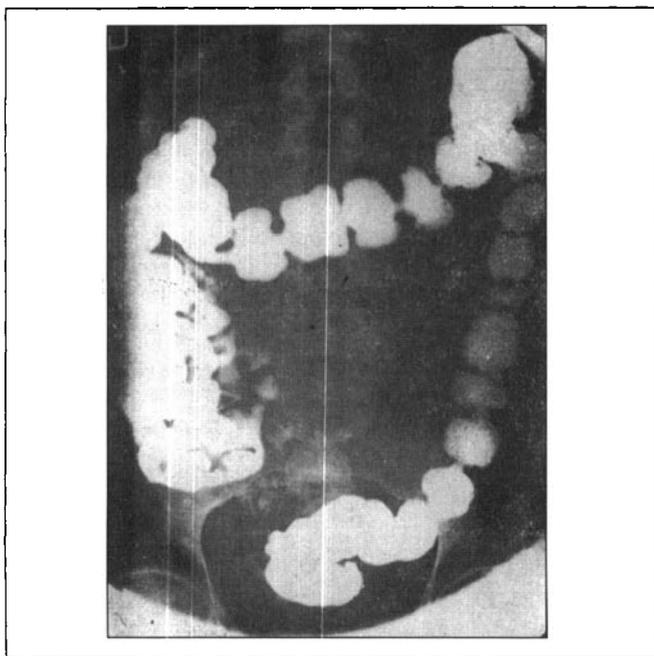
Radiografia um mês após a intervenção.
